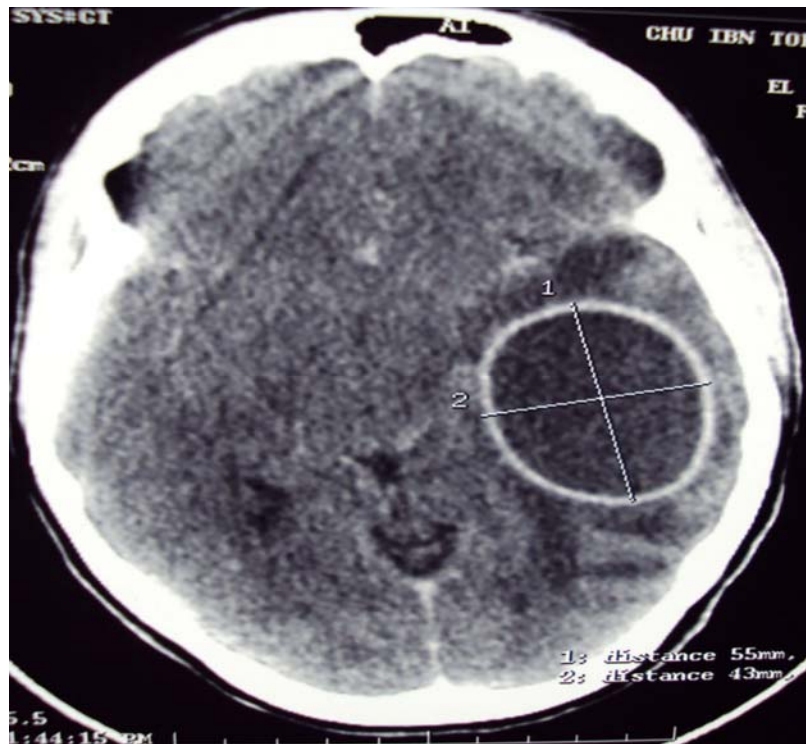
TDM cérébrale, coupe axiale avec injection de produit de contraste. Masse arrondie temporale gauche hypodense, homogène, entourée d'un liseré hyperdense après injection de produit de contraste, associée à un halo d'oedème cérébral. Aspect caractéristique d'abcès intraparenchymateux temporal gauche dont l'origine est un cholestéatome antro-attical.
